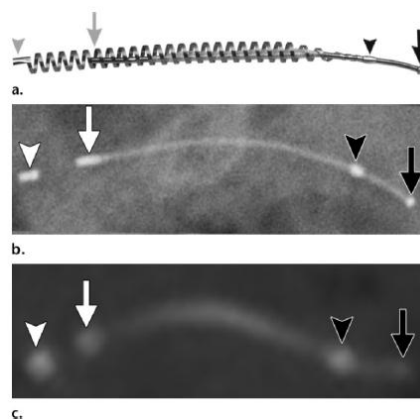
Dispositivo Essure® en fotografía (a), radiografía simple (b) y TC (c). Las flechas blanca y gris señalan el marcador medial o uterino y la flecha negra señala el marcador distal o tubárico del componente interno. Las cabezas de flecha blanca y gris señalan el marcador medial o uterino y la cabeza de flecha negra el marcador distal o tubárico del componente interno.
